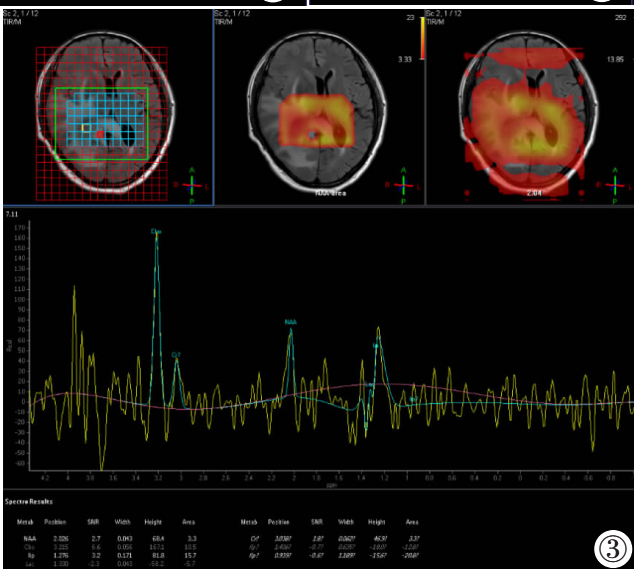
~1c MRI 平扫示右侧侧脑室占位,形态不规则,边界不清,T<sub>1</sub>WI 呈等、低信号,T<sub>2</sub>WI 呈等、稍高信号,T<sub>2</sub>FLAIR 呈稍高信号,周围水肿带形成。图 2a~2c MRI 增强冠状位(图 2a)、矢状位(图 2b)与横断位(图 2c)图像,显示肿块呈明显强化,内可见大脑中动脉远端分支供血,边缘可见小血管影。图 3 MRS 示 Cho 峰明显升高,NAA 峰、Cr 峰明显降低,Lip 峰和 Lac 峰升高。
